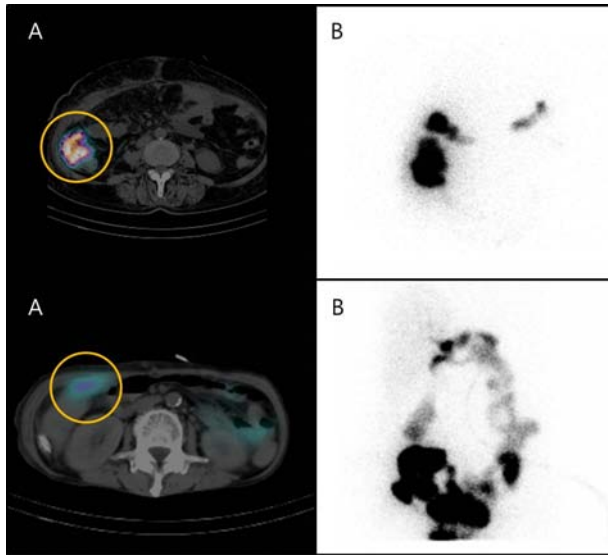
It shows images of patients with bile leaks. Image on left were acquired using SPECT-CT (A), and image on right were acquired using Planar (B).
